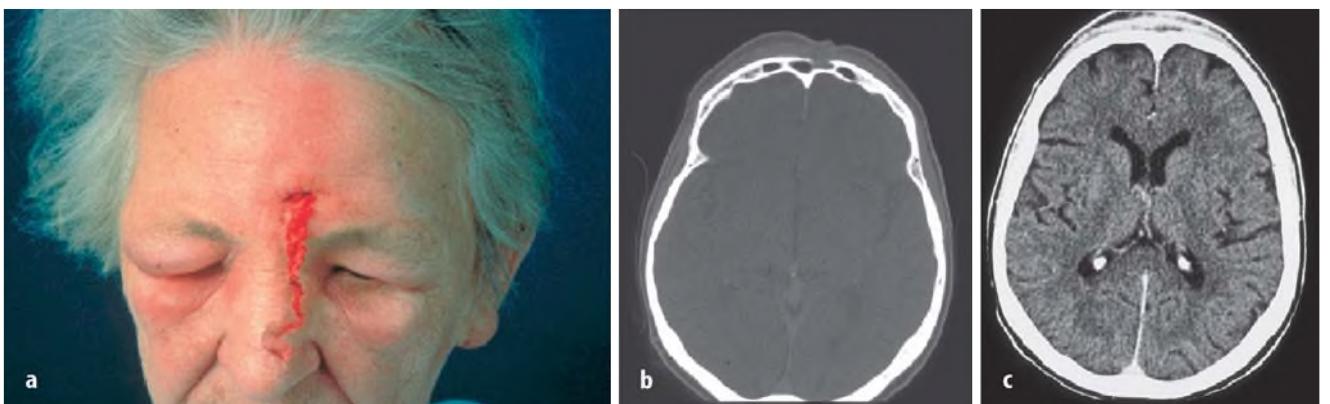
▲ „Pott's puffy tumour“ der linken Stirnhöhle einer 69-jährigen Patientin. Posttherapeutisches Bild nach Drainage und Jodoformstreifeneinlage (a). Zugehöriges CT axial im Knochen- (b) und Weichteilfenster (c) mit deutlich sichtbarem Defekt der Stirnhöhlenvorderwand und Weichteilschwellung
